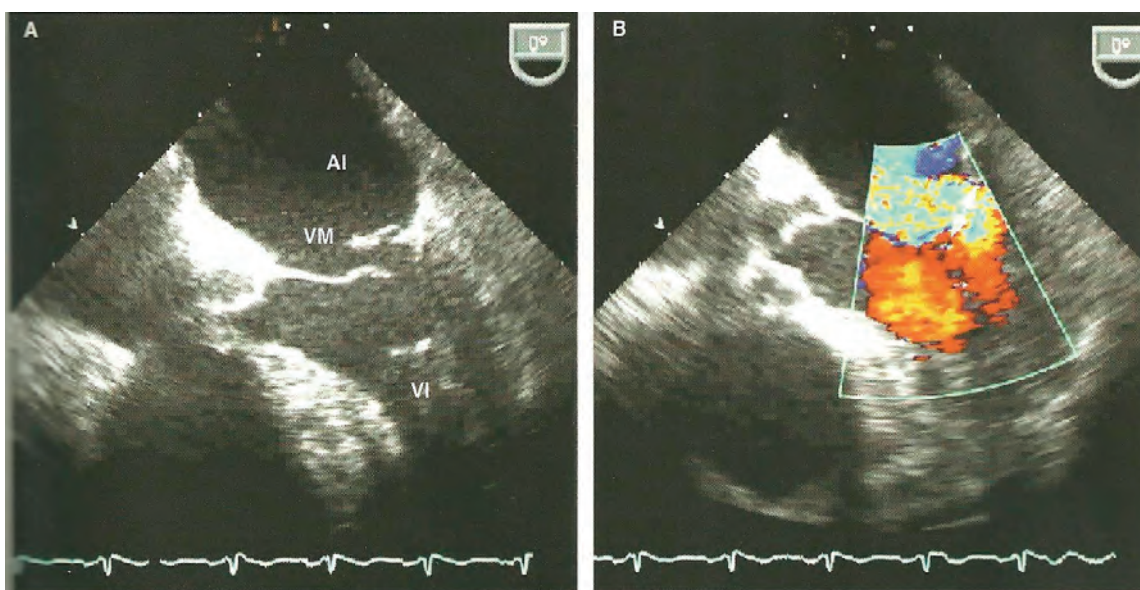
Ecocardiograma transesofágico en cuatro cámaras mostrando prolapso de valva posterior de la mitral con insuficiencia moderada y gran dilatación de aurícula izquierda, el mosaico multicolor en imagen de la derecha muestra una vena contracta mayor de un centímetro indicativo de un volumen regurgitante mayor de 60 ML. AI: aurícula izquierda, VM: valvula mitral y VI: ventrículo izquierdo.
